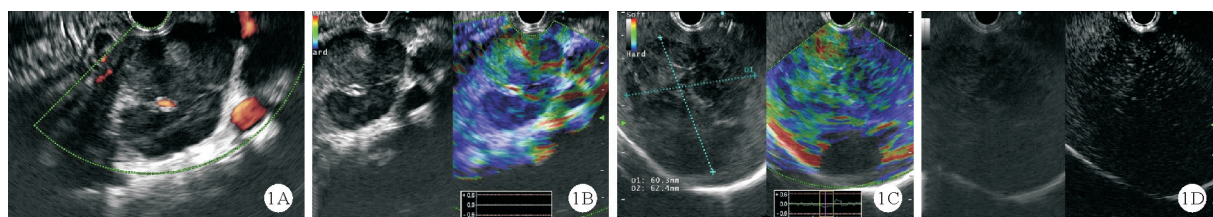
2023年6月5日患者内镜超声检查结果(A~B:胰腺占位;C~D:脾脏占位;A:胰腺占位内乏血流信号;B:胰腺占位弹性成像质地偏硬;C:脾脏占位弹性成像质地偏硬;D:脾脏占位CH-EUS表现为低增强背景下的局部高增强)
